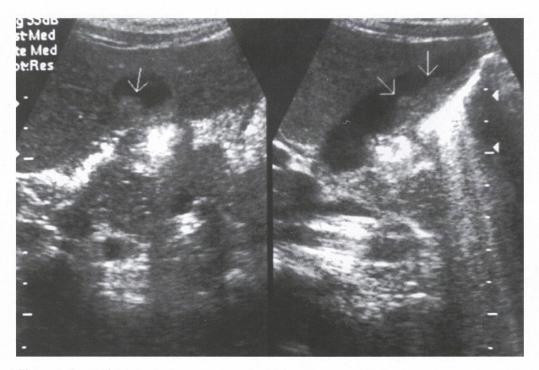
Ecografía abdominal un mes después del cuadro agudo. Se muestra una masa ecogénica que corresponde a molde de barro biliar en una vesícula de tamaño normal.
